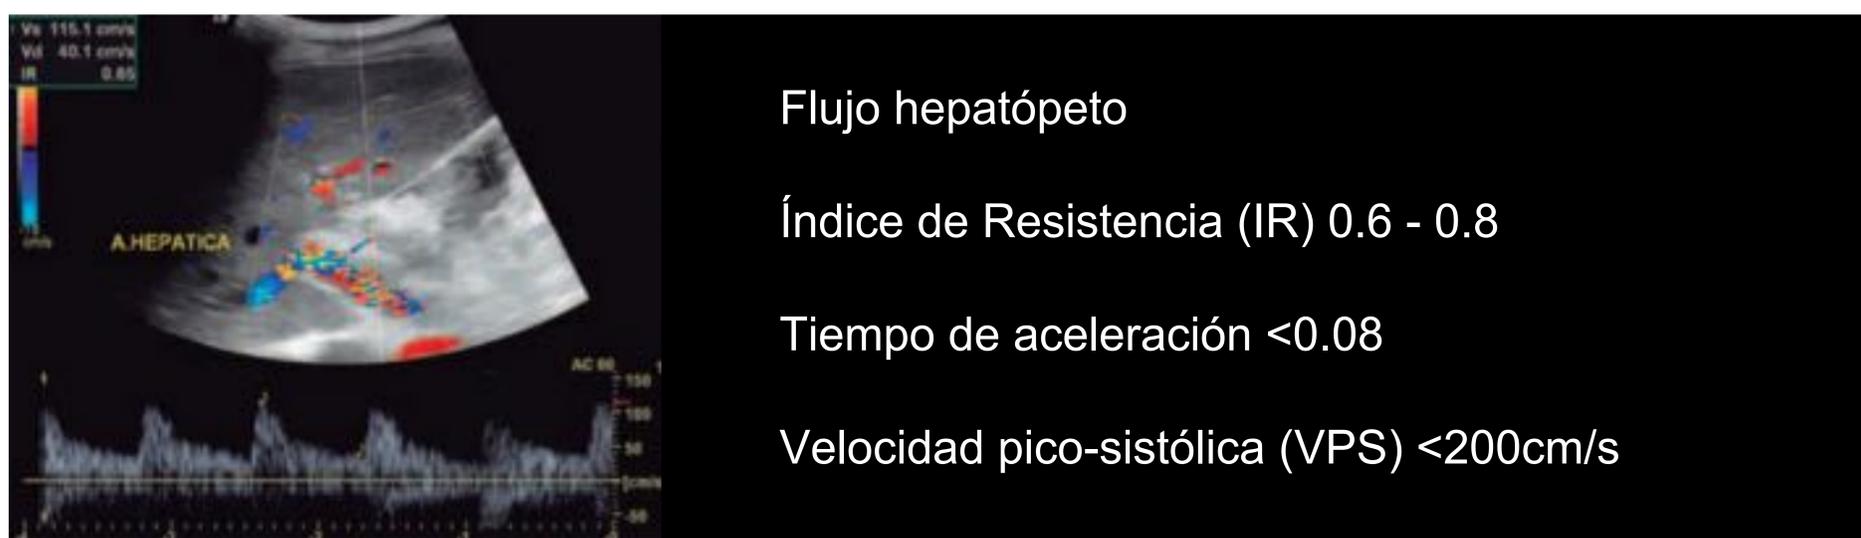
Espectro Doppler normal de la arteria hepática. Pueden existir pequeños aumentos en la velocidad pico-sistólica y del IR en el postoperatorio inmediato. Los valores deberían normalizarse en unas semanas.
